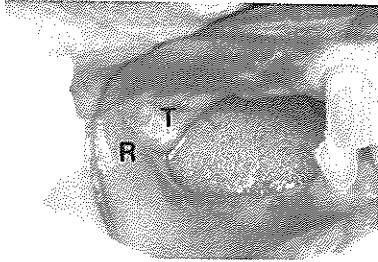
상악 tuberosity가 증대되어 하악의 retromolar pad와 접촉되어 상하악 국소의치의 의치상을 위한 공간이 전혀 없는 상태. 치료계획수립시 외과적으로 제거할 것인지 여부를 결정하여야 하며 외과수술시에도 방사선 사진에서 상악동저의 위치를 확인하여야 한다.
